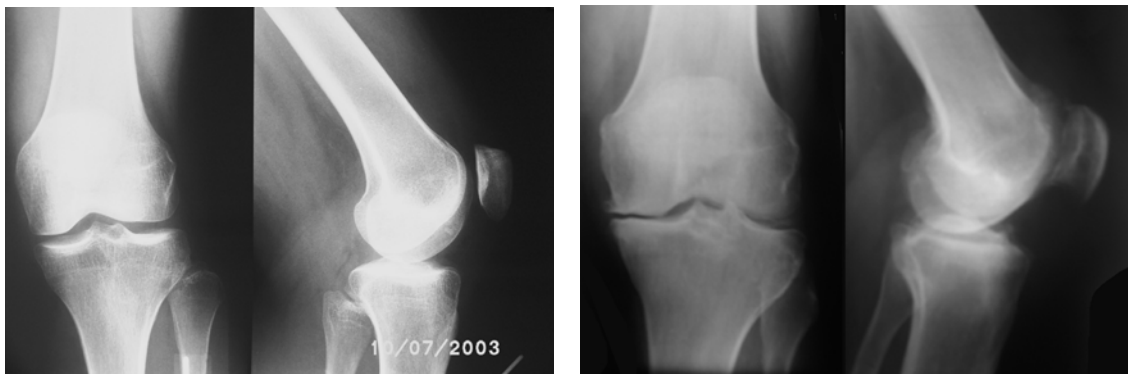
Röntgenaufnahme eines gesunden (links) und eines arthrotisch veränderten (rechts) Kniegelenkes
